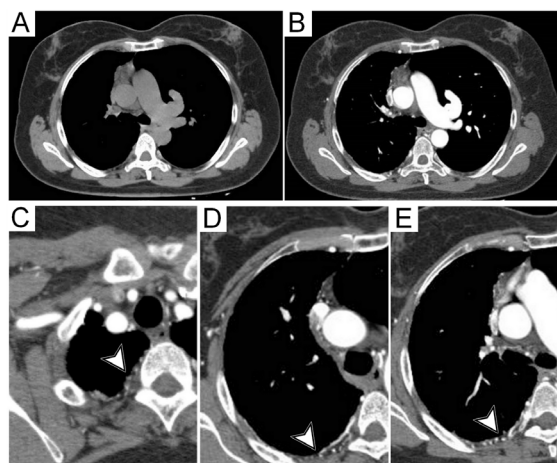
Imagens axiais de exame de tomografia computadorizada, filtro e janela mediastinais, caracterizando a ausência da artéria pulmonar principal direita (A), confirmada após a administração de meio de contraste endovenoso (B), mostrando parte do suprimento arterial pulmonar à direita ocorrendo por rede de colaterais pleurais e da parede torácica (cabeças de seta - C, D, E).
